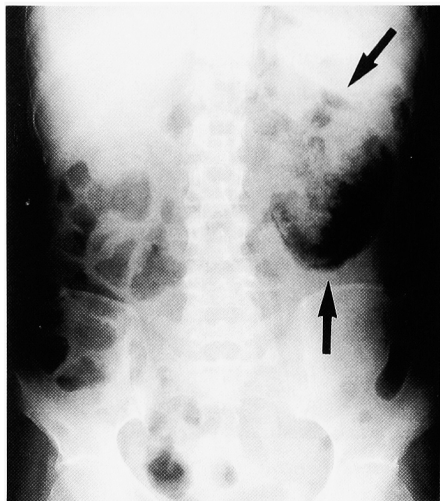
Abdominal radiography on admission shows streaky gas in the left kidney with radiolucent rim.
